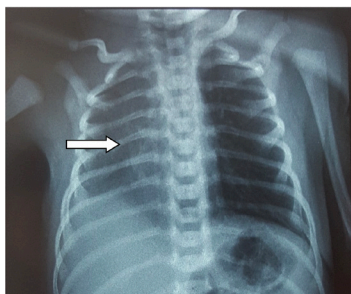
Radiographie de thorax de face : opacité tubulée près du bord droit du cœur de tonalité hydrique. L'échographie cardiaque a été réalisée à j1 de vie et a montré un ventricule gauche non dilatée et de fonction conservée (FVG= 77%), VD non dilatée, PAP systémique= 23 mmHg, RVPA partiel qui s'ébauche par une collatérale dans l'oreillette droite moyennement dilatée. L'ETF et échographie abdominale ont été faites à la recherche d'autres malformations et qui sont revenues normales.
